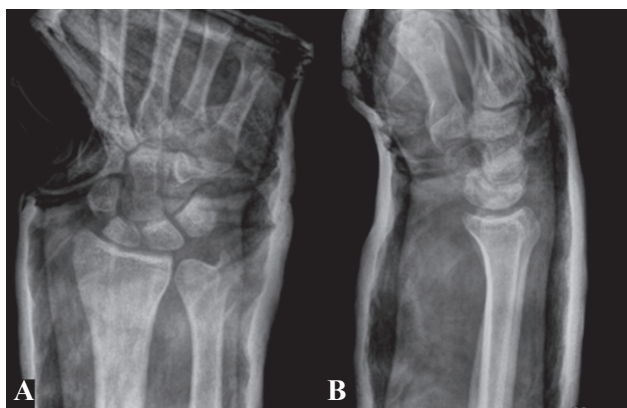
Radiografia pós-redução: A) Incidência de face, B) Incidência de perfil.
